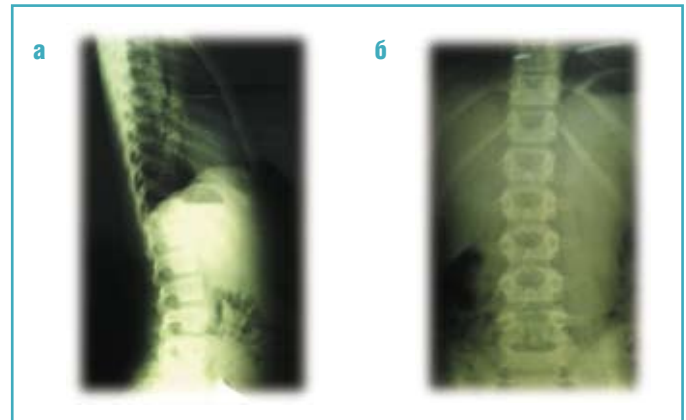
Рентгенограмма грудопоясничного отдела позвоночника в боковой проекции (отсутствие физиологических изгибов) (а); рентгенограмма грудопоясничного отдела позвоночника в прямой проекции (без патологических изменений) (б)
